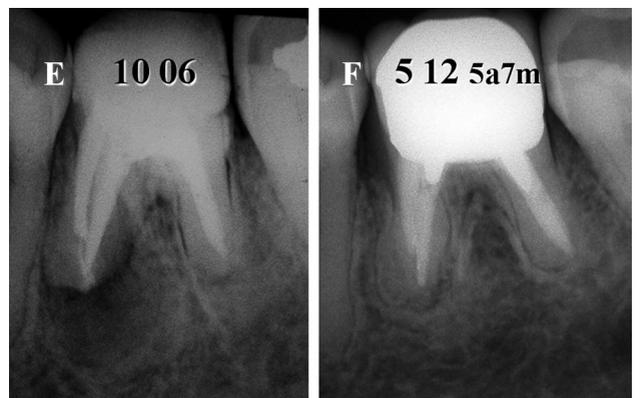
E: Radiografía posoperatoria inmediata al retratamiento del caso de la figura A. F: Radiografía posoperatoria a distancia, luego de 5 años y 7 meses, en la que se ve una clara imagen de neoformación ósea perirradicular, y normalidad en la zona de la furcación.
